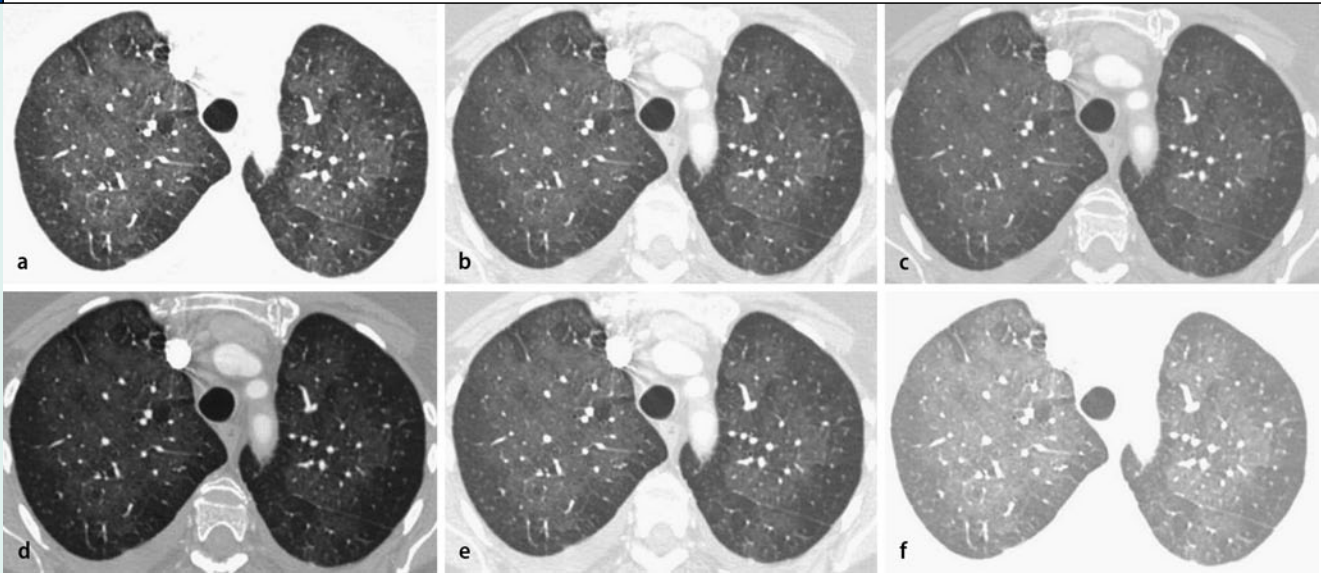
▲ Fensterweite und -lage: Effekt unterschiedlicher Fensterweiten („window width“, WW) und Fensterlagen („window level“, WL) auf die Darstellung von Milchglasinfiltraten; identische CT-Schicht mit verschiedenen Einstellungen. a,b,c Unterschiedliche Fensterweite (a 1000 HE, b 1500 HE, c 2000 HE) bei identischer Fensterlage (-600 HE): besserer Kontrast bei enger (a) als bei weiter (c) Fensterweite. d,e,f Unterschiedliche Fensterlage (d -200 HE, e -600 HE, f 1000 HE) bei identischer Fensterweite (1500 HE): optimale Darstellung bei Fensterlage im Bereich der pathologischen Veränderungen (e: -600 HE)
